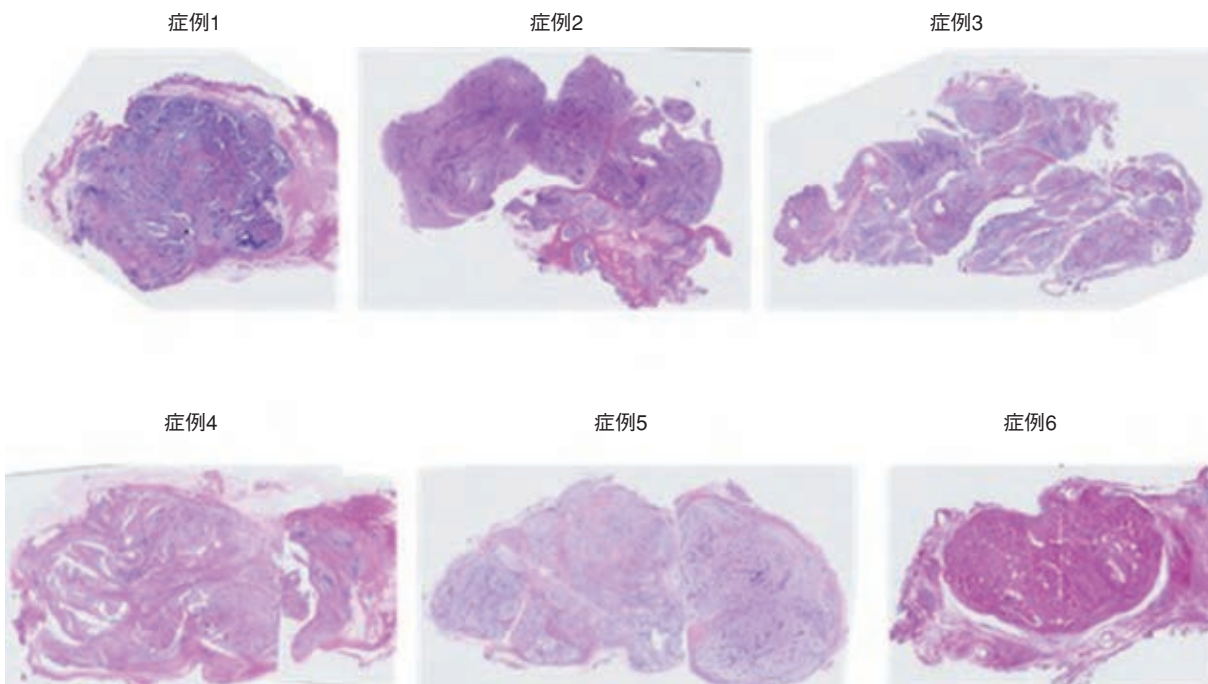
超音波検査でカテゴリ-4と診断された線維腺腫のルーペ像
